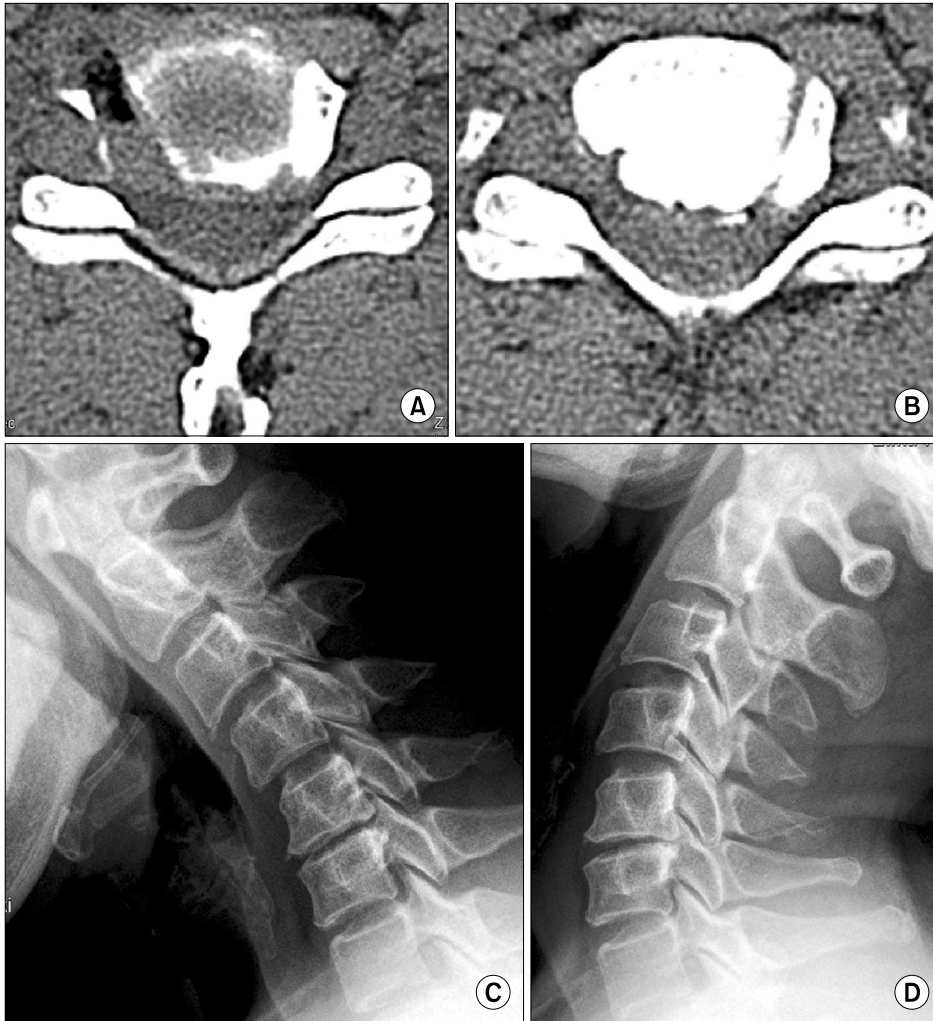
Postoperative axial CT images and dynamic plain radiographs. (A) Immediate postoperative axial CT image showing foraminotomy on the right side. (B) Axial CT image showing new bone formation around the margin of the foraminotomy at a follow-up of 5 years. (C, D) Plain extension and flexion X-rays showing well-preserved cervical motion.
